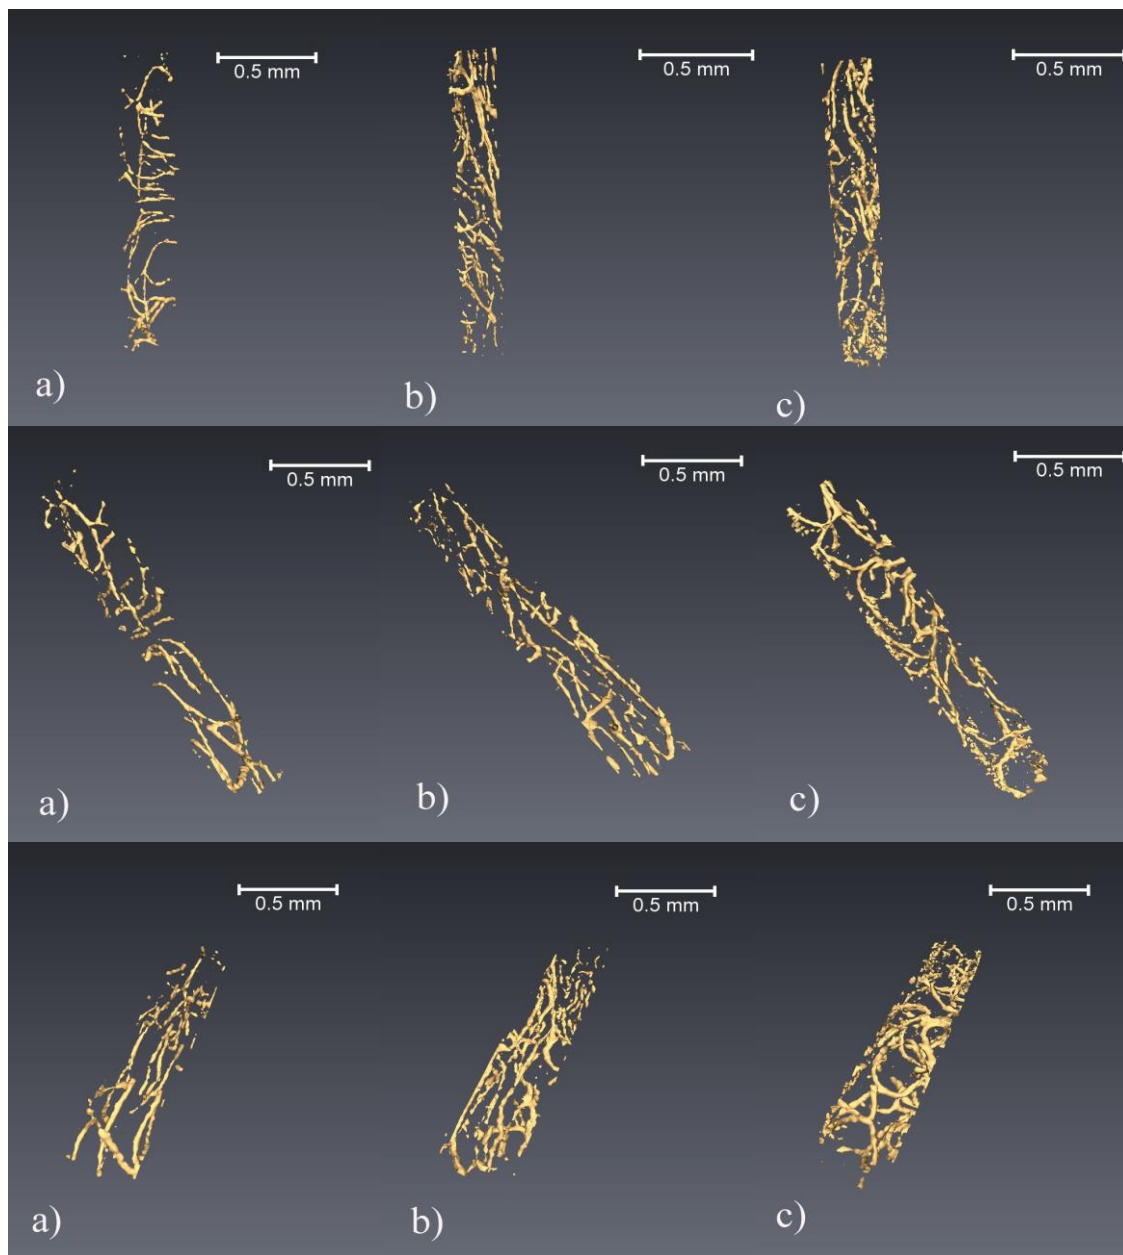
Imagens 3D de três diferentes ângulos do sistema de canais (poros) da região utilizada na quantificação da diáfise do fêmur de uma amostra dos três grupos: a) grupo controle; b) grupo G1 (TC) e c) grupo G2 (AC).
